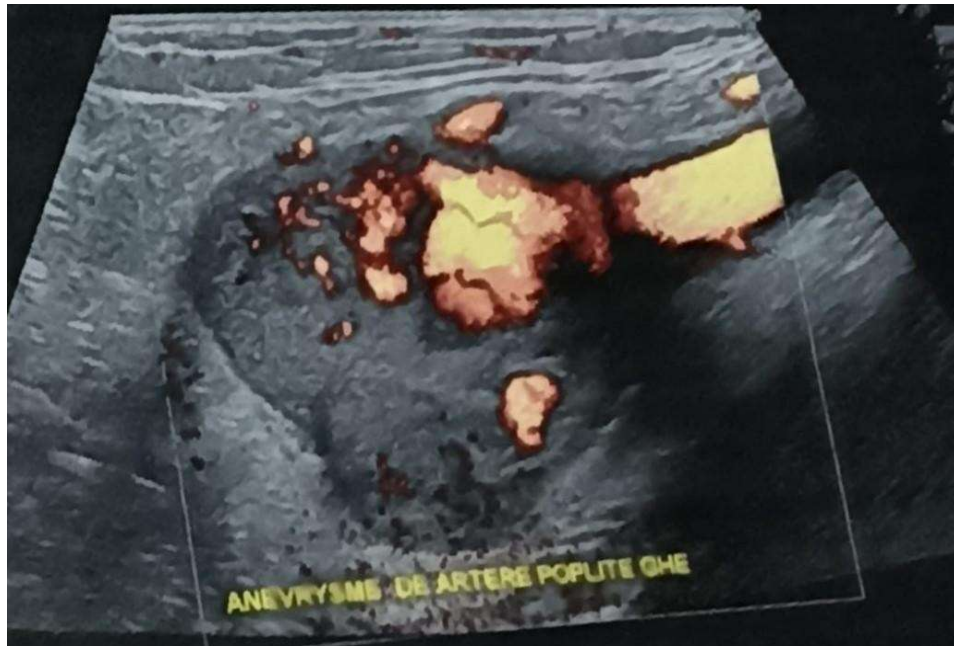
écho doppler des creux poplitée
